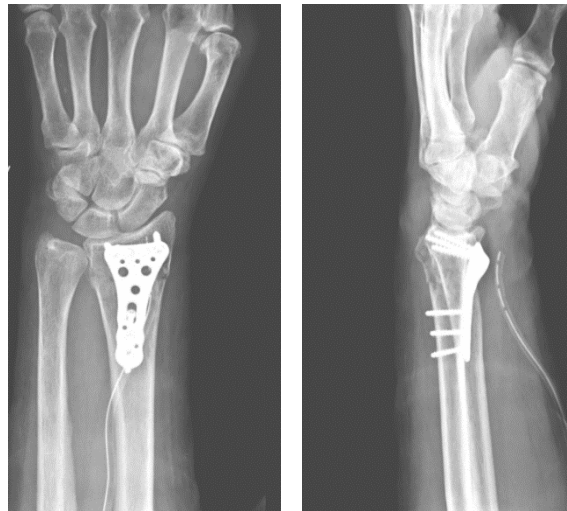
Röntgen a.p. und seitlich p.o.
